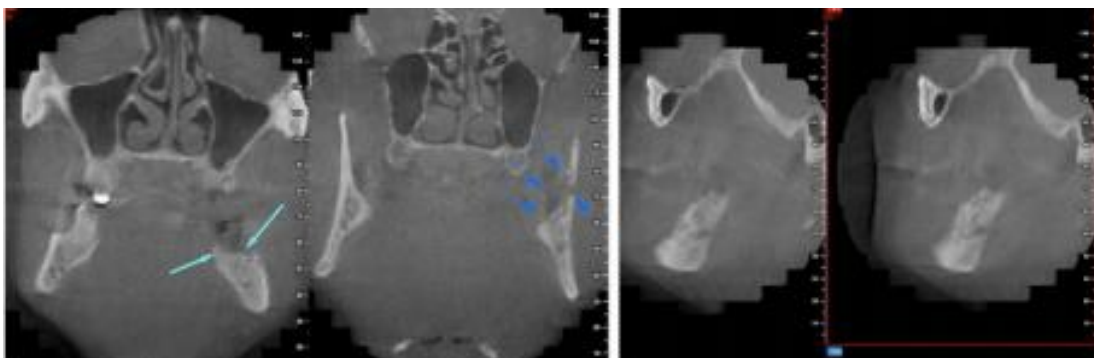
Imágenes de tomografía computarizada de haz cónico (CBCT) coronal y sagital.⁴⁷
